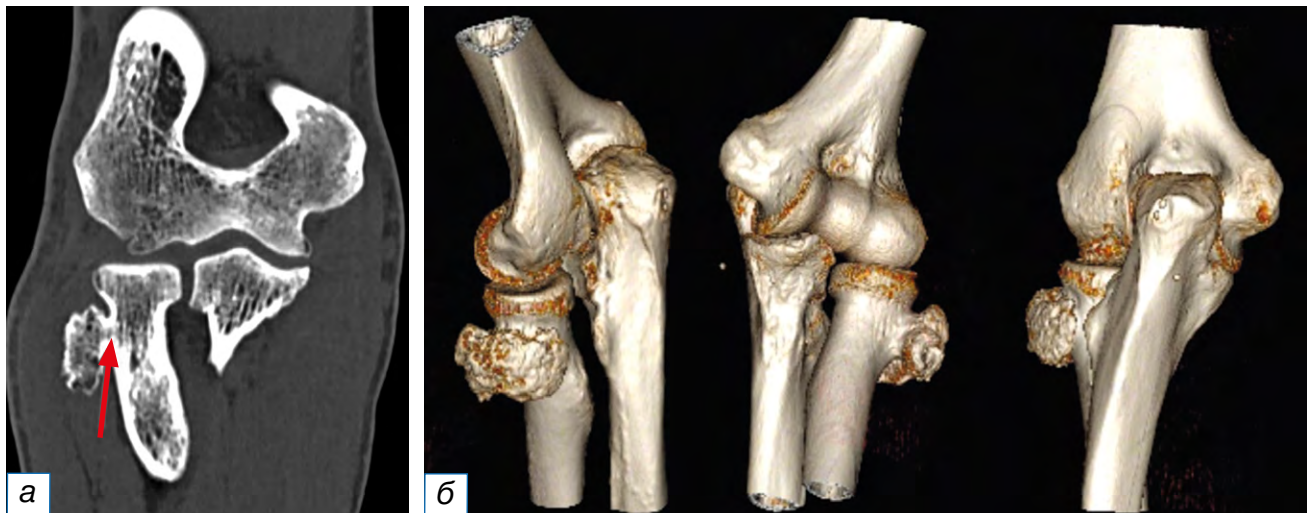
Компьютерная томография левого локтевого сустава, фронтальная плоскость (а): стрелкой указано сообщение губчатой кости новообразования и шейки лучевой кости. 3D-реконструкция левого локтевого сустава по данным компьютерной томографии (б).
